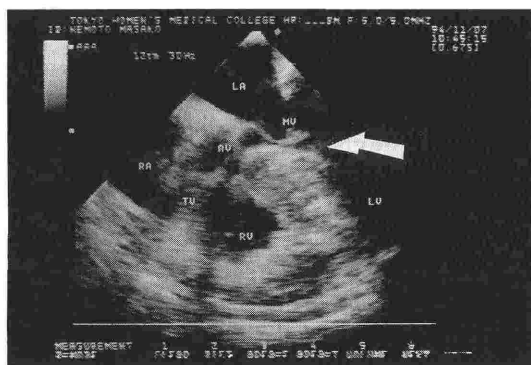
Transesophageal echocardiography showing the obstruction of the LV outflow tract due to myocardial hypertrophy and anterior cuspid of mitral valve in four chamber view.
